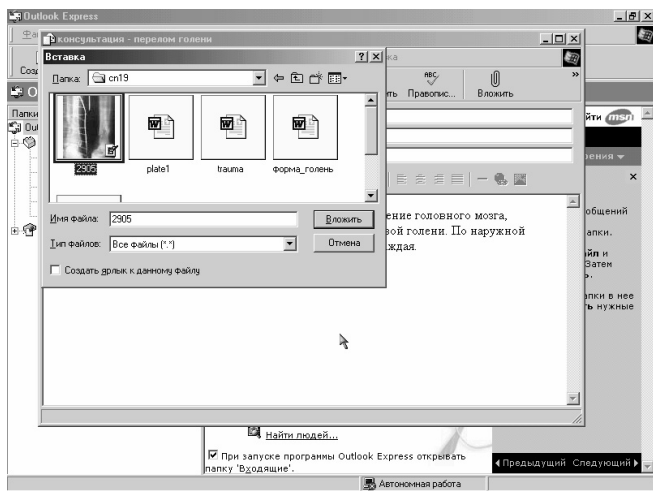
Вложение в сообщение графического файла с результатами визуализирующих методов обследований (в данном случае – рентгенограмма)
